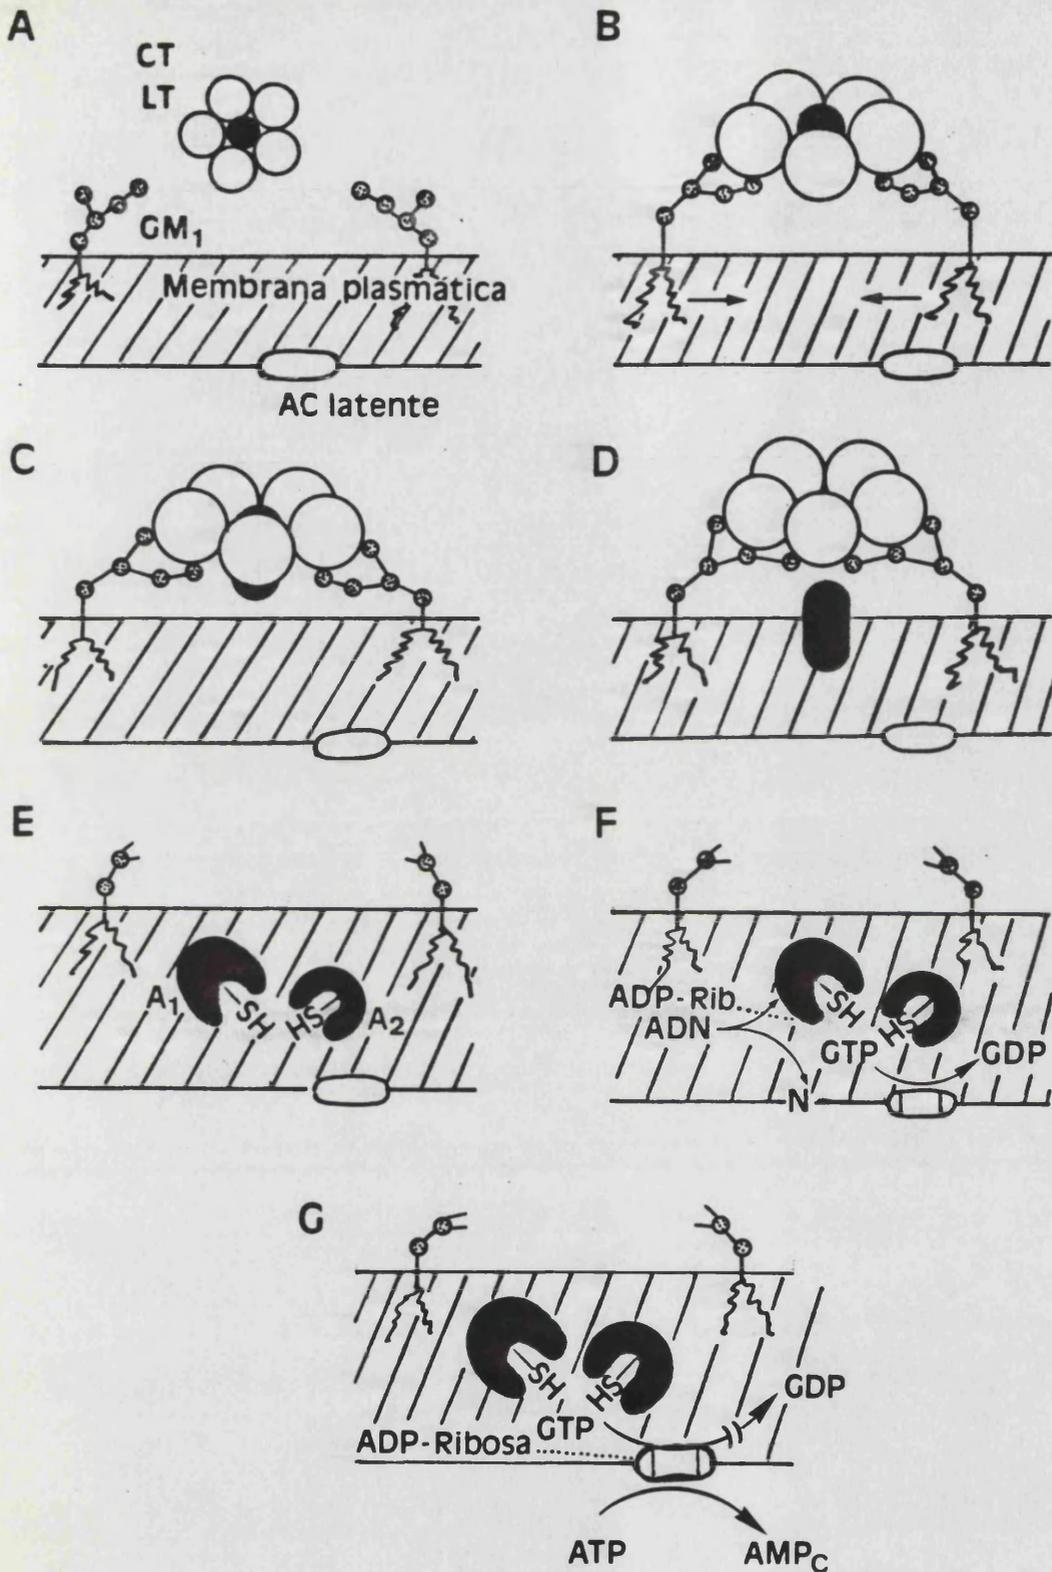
MECANISMO DE ACCION DE LT Y CT (FISHMAN, 1980)
